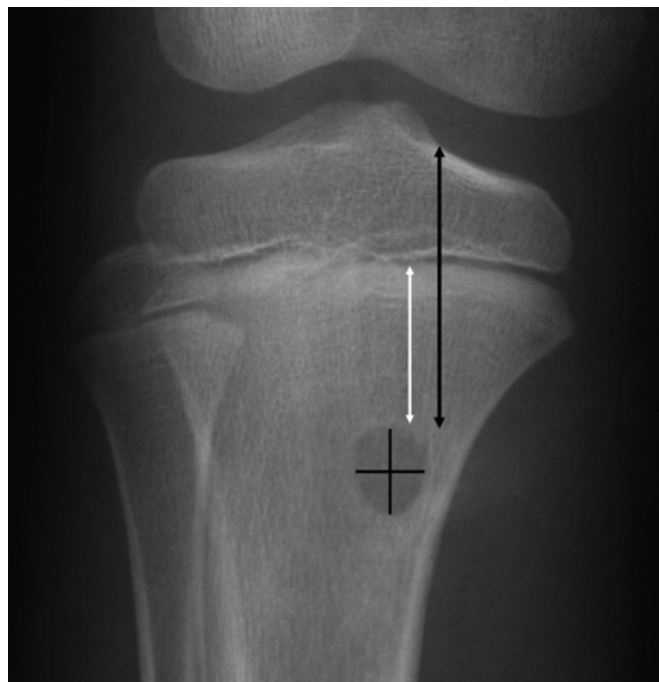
Mesures effectuées sur les radiographies post-opératoires
